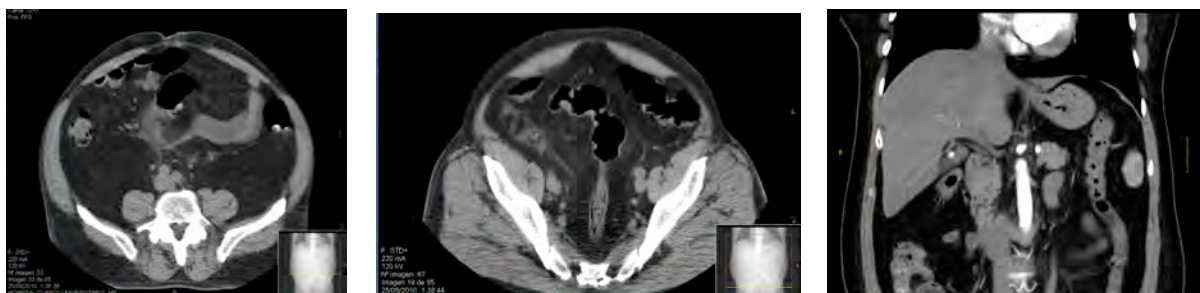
Izq y medio: TAC abdominal de hombre de 65 años con diverticulitis aguda leve. Dcha: TAC abdominal de mujer de 35 años con un primer episodio de DA
